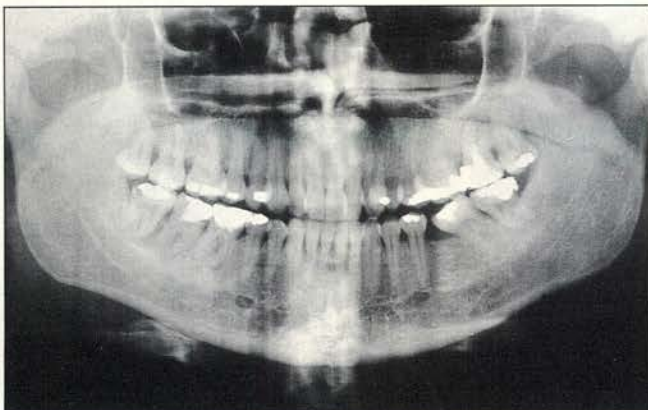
Het principe van tomografie. Röntgenbuis en film bewegen in tegengestelde richting rondom de patiënt. In het rotatiepunt van de bundel is de afbeelding scherp; daarbuiten worden structuren door bewegingsonscherpte vervaagd.
